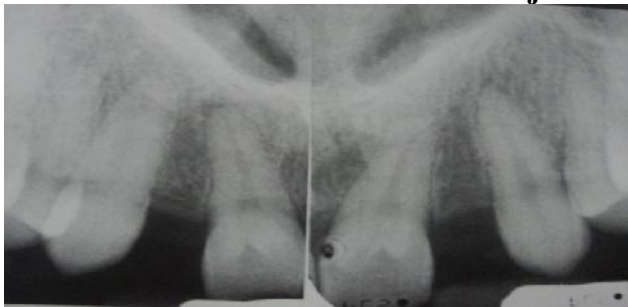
radiographies rétro-alvéolaires objectivant la convergence des racines de 11 et 13 ainsi que celles de 21 et 23
